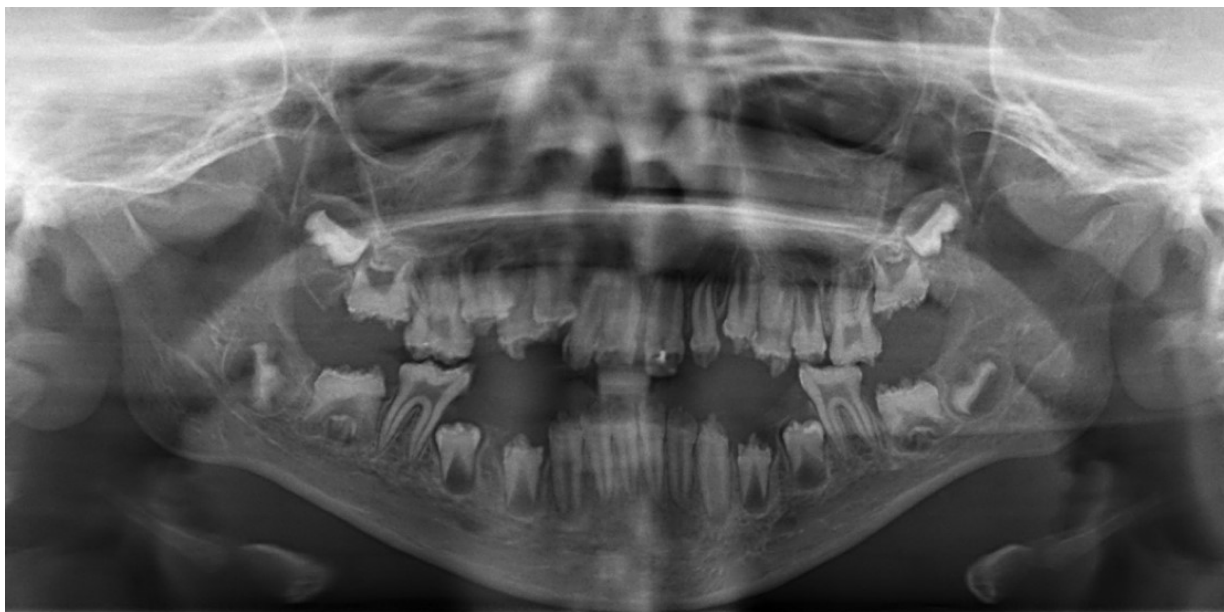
Ortopantomografia inicial da paciente (8/5/2015)
